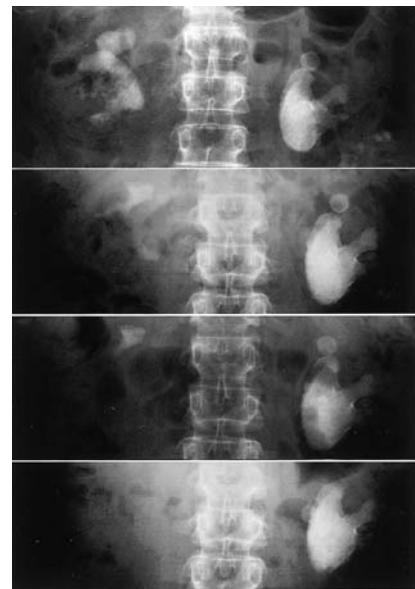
Plain films showed change of the residual stones 1, 10, 20 and 32 months after ESWL.
